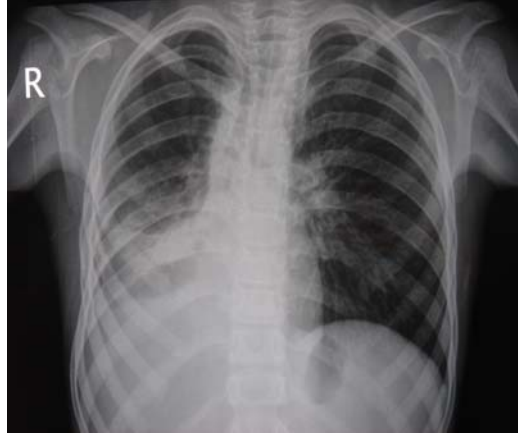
a; PA akciğer grafisinde sağ akciğer perihiler infiltrasyon, kostofrenik sinüste kütleleşme, b; Koronal B-FFE, c; aksiyel B-FFE sekans MR görüntülemesinde sağ akciğer orta lob ve alt lobda infiltrasyon, sinyalsiz nekroz alanları, atelektazi, plevral efüzyon ve kalınlaşma.
